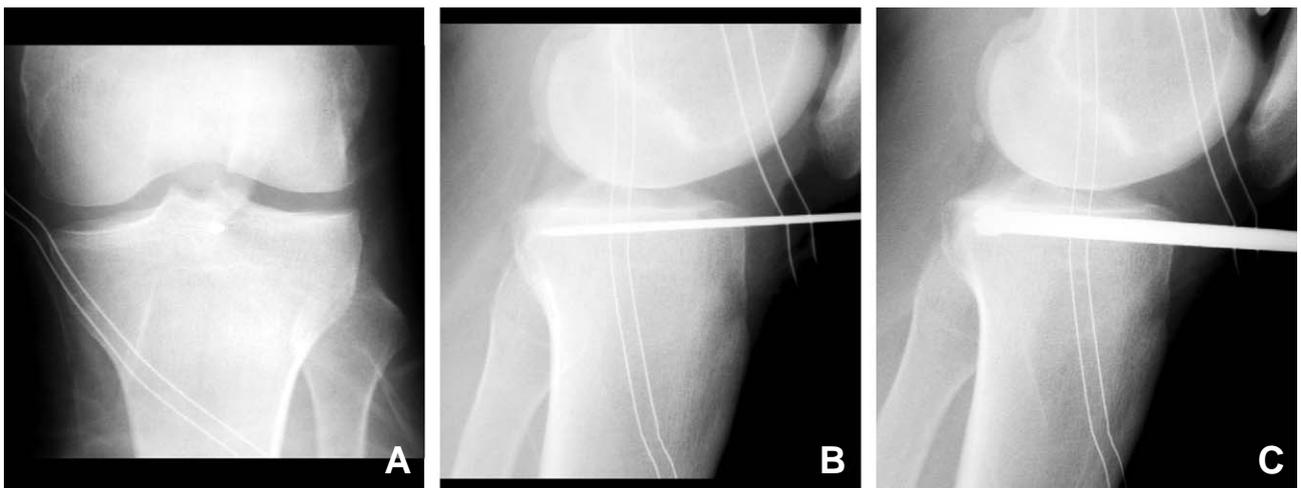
C-arm intensifier for lateral meniscus allograft transplantation. A guidewire is placed under lateral tibial eminence on anteroposterior radiograph (A) and parallel to lateral tibial plateau (B). The key-hole tunnel is made with 10 mm reamer (C) avoiding violation of the posterior tibial cortex.
